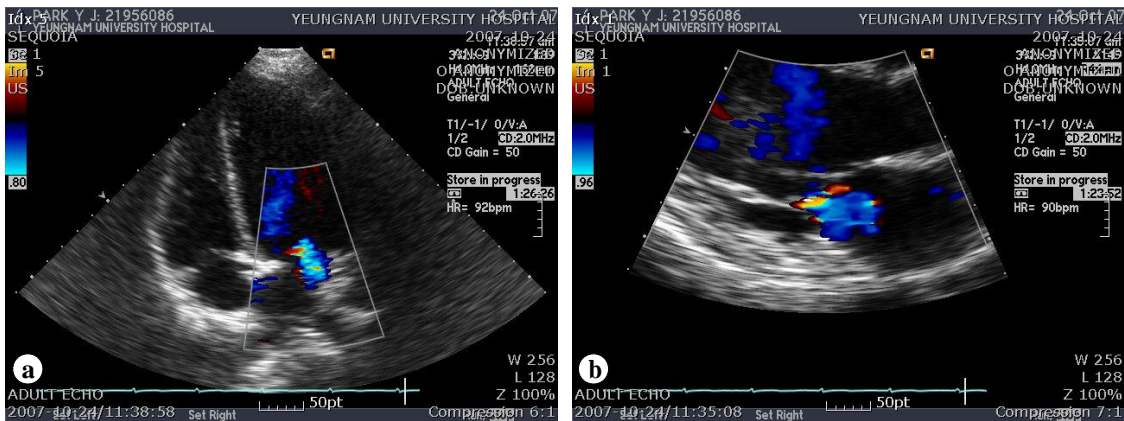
The transthoracic echocardiogram shows (a) no vegetation on the apical 4 chamber view and (b) no pericardial effusion on the parasternal long axis view.
